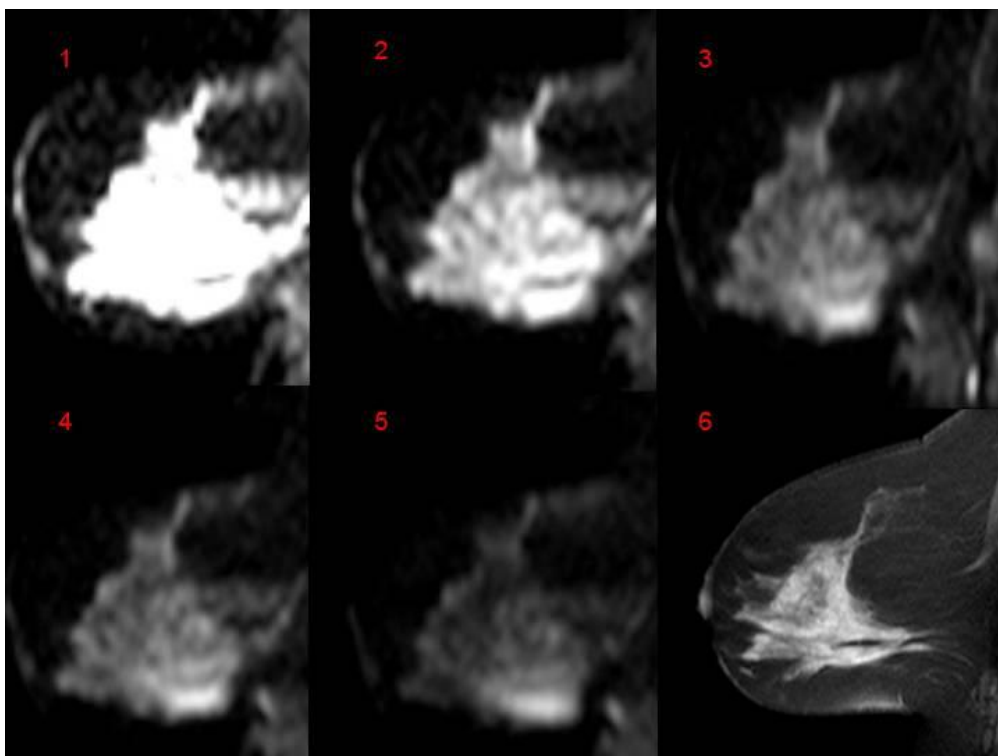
Es presenten les diferents adquisicions en el pla sagital de la seqüència de difusió aplicada a l'estudi de RM. Es pot observar com varia la senyal de ressonància segons si el valor b és 0 (1), 250 (2), 500 (3), 750 (4) o 1000 (5). Així mateix la imatge 6 és la seqüència en el pla sagital potenciada en TSE T1 per a la correlació anatòmica.
